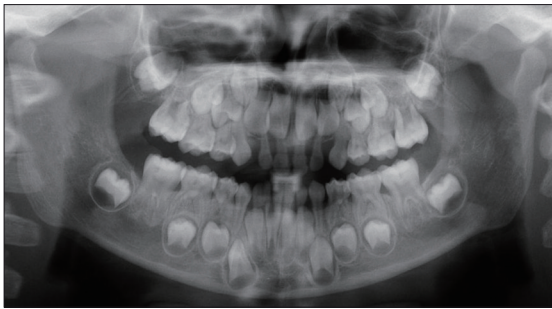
Intraoral photograph and panoramic radiograph of the patient with 61 and 62 fused teeth
